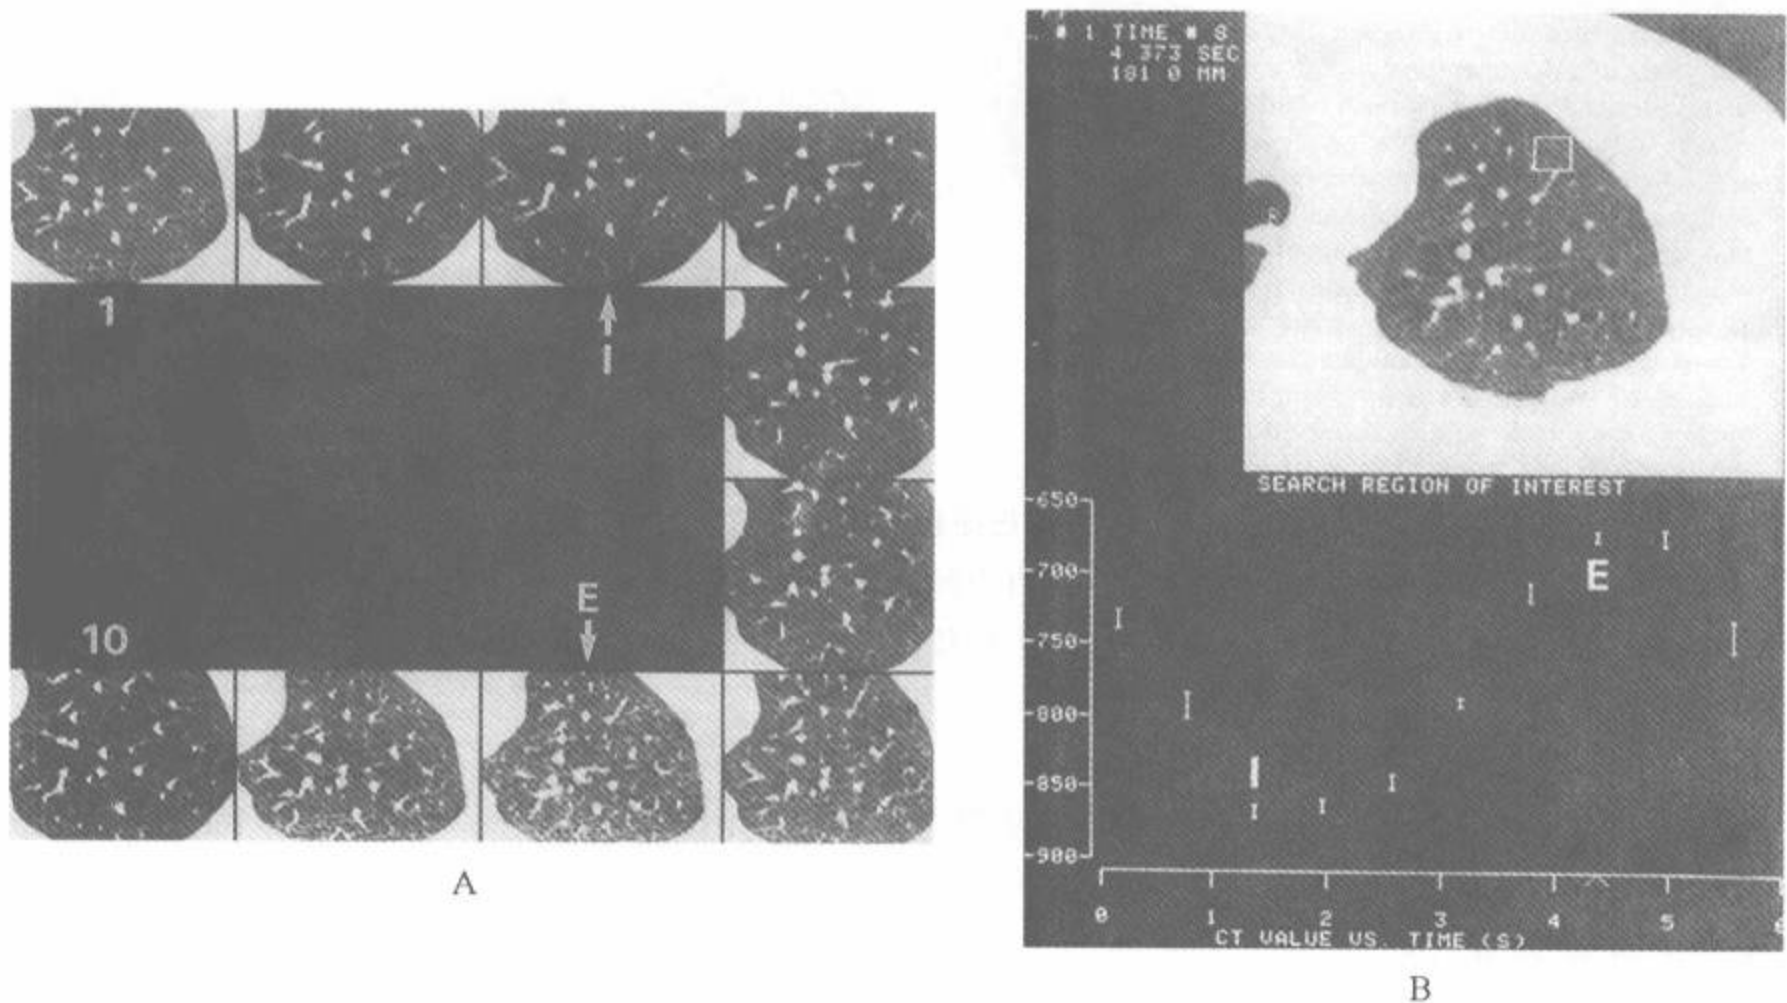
用电子枪扫描机取得的正常人动态呼气 HRCT
